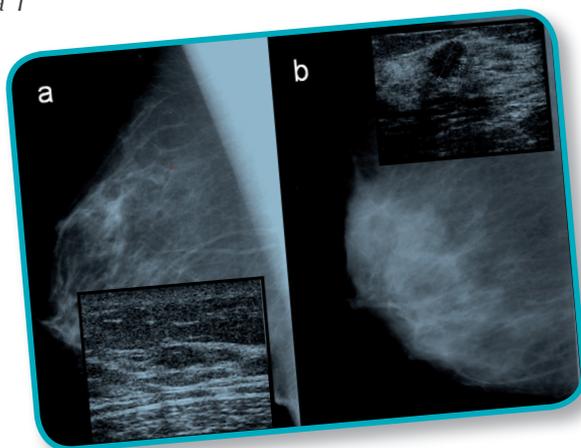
La Mammografia nella mammella adiposa (a) ha una sensibilità elevata in quanto la presenza di una lesione, radiopaca spicca nel tessuto adiposo, radiotrasparente. In questo tipo di seno l'Ecografia non ha significativo valore aggiuntivo.
